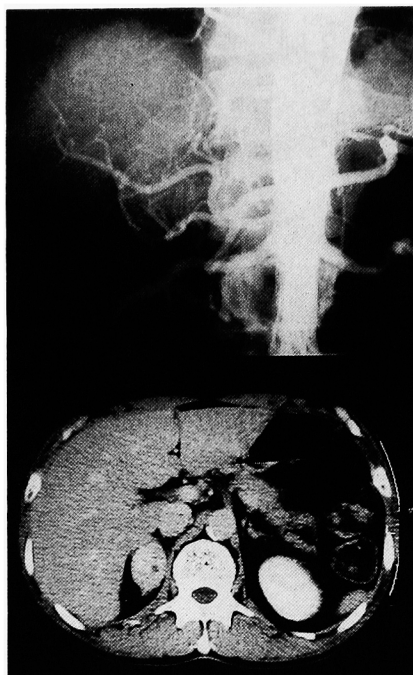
CT scan and aortography of Case 1 show a right adrenal mass.
